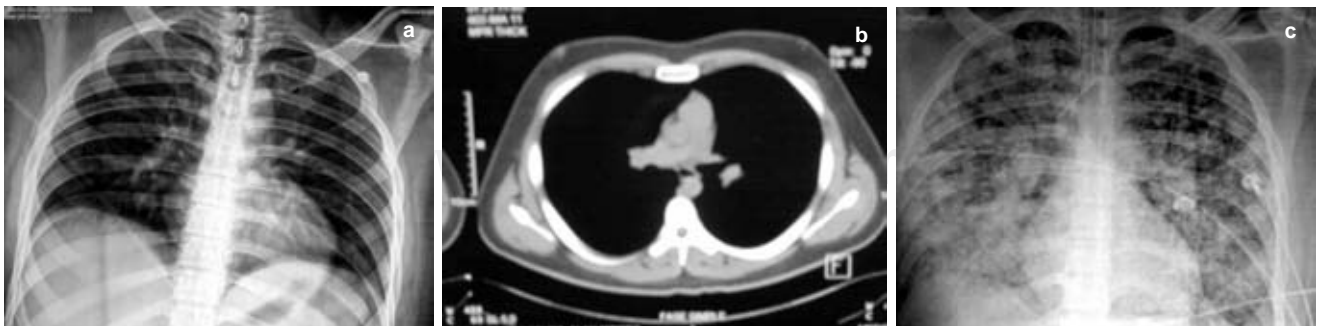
A) Radiografía de tórax de ingreso normal. B) Tomografía axial computada de tórax sin evidencia de infiltrados, condensación o derrame pleural. C) Radiografía de tórax en donde se observan infiltrados bilaterales y difusos y dilatación de la silueta cardiaca.
